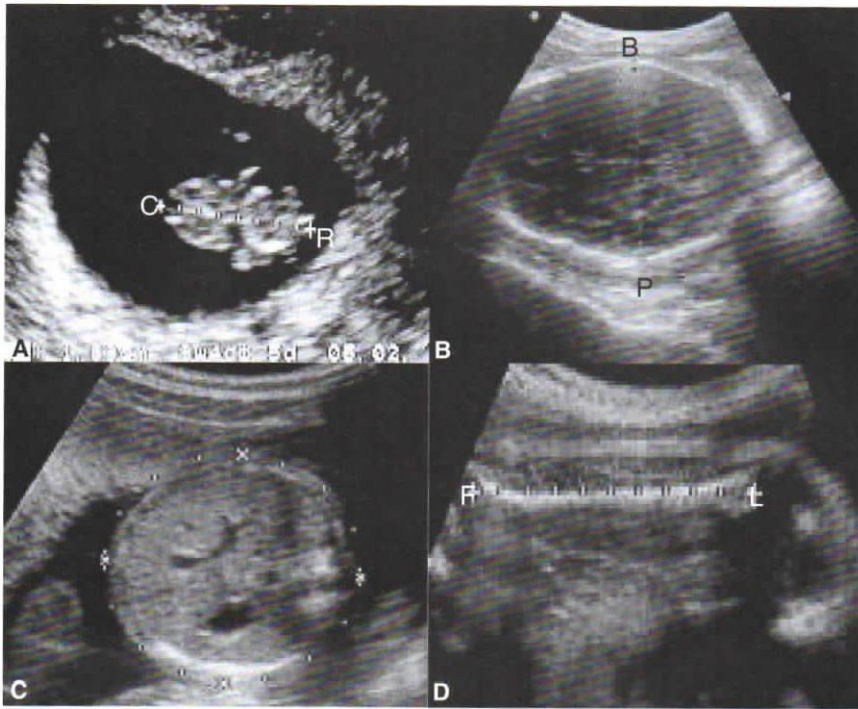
Ecografías que muestran las medidas usadas para valorar el crecimiento del embrión y el feto. A. Longitud cefalocaudal (C-R) en un embrión de 7 semanas. B. Diámetro biparietal (B-P) del cráneo. C. Circunferencia abdominal. D. Longitud del fémur (F-L).
